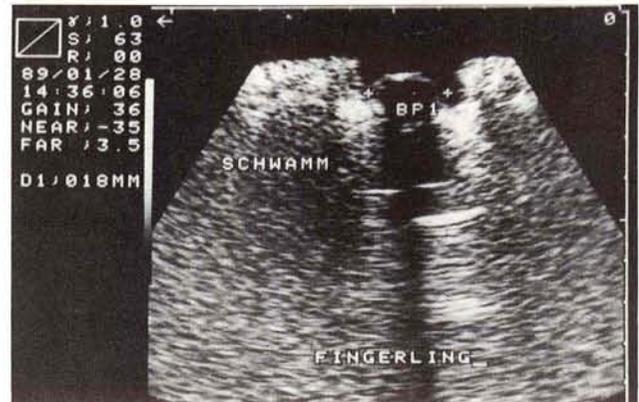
Sonographische Darstellung eines »body-pack« als sichelförmiger Reflex mit dorsaler Schallauslöschung im Wasserbad. Der »body-pack« (BP-1), der aus einem mit Glucose gefüllten Fingerling besteht, wird zwischen zwei Schwammteilen fixiert.
